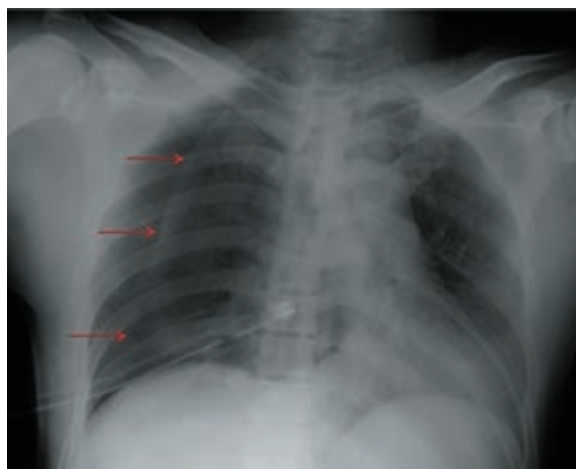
Рентгенография грудной клетки в прямой проекции. Пневмоторакс справа
